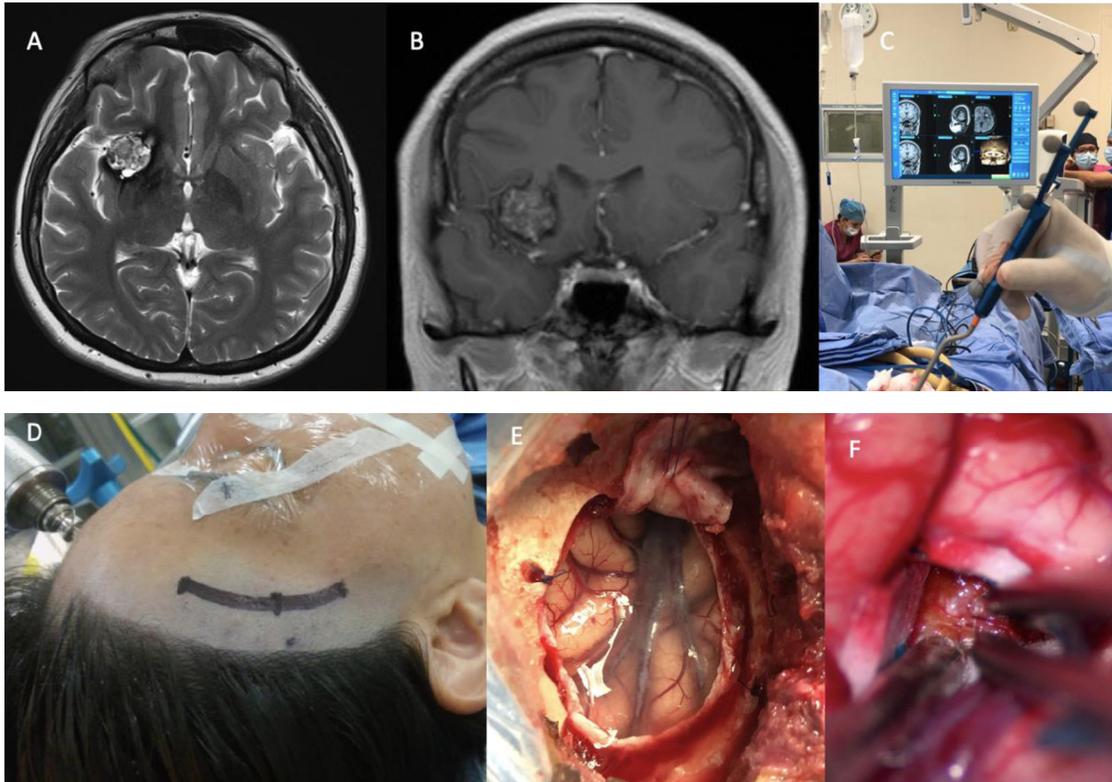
A. y B. Resonancia magnética de encéfalo en secuencia T2 axial que muestra una imagen característica de “palomita de maíz”, T1 coronal con medio de contraste en la que se observa captación heterogénea de medio de contraste. C. Se observa planeación quirúrgica guiada por neuronavegación. D. Se aprecia marcaje quirúrgico para abordaje minip terional. E. Minicraneotomía pterional y exposición para abordaje transilviano a la ínsula. F. Imagen transoperatoria en donde se observa resección completa de la lesión corroborada por neuronavegación.
